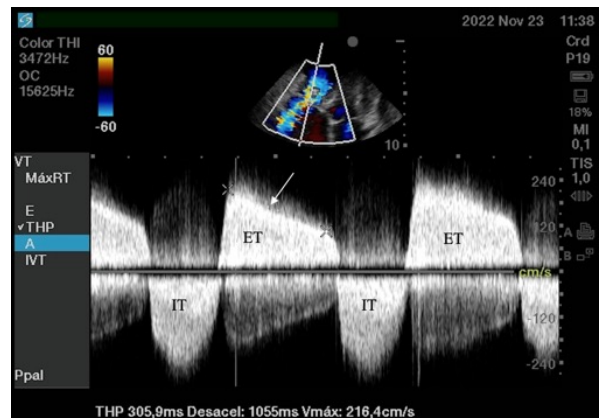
ETT, modo Doppler continuo de la válvula tricúspide. La pendiente del tiempo de hemipresión fue de 305.9 ms (flecha) compatible con área valvular tricuspídea de 0.62 cm² y el gradiente transvalvular medio fue de 9.85 mmHg, datos compatibles con estenosis tricuspídea severa. ET: estenosis tricuspídea; IT: insuficiencia tricuspídea.
